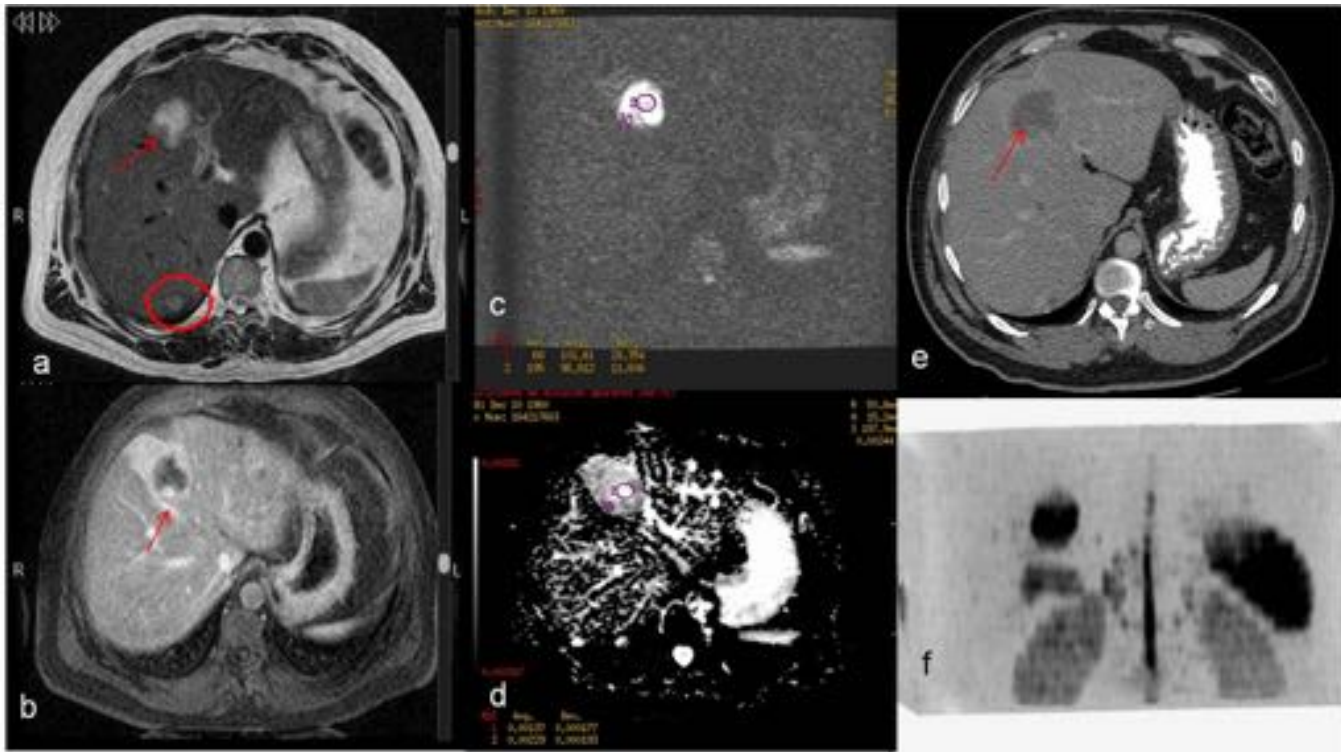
Metástasis hepáticas de GIST gástrico. a- RM hepática con lesión del s. IV (flecha). c y d- Valores de ADC alto (0.002) indica no actividad y buena repuesta, pero el nódulo parietal muestra ADC muy bajo(0.0013:actividad) que capta en el estudio dinámico con contraste(b),lo que indica respuesta parcial y es mas visible que en el TC (e) . Metástasis en s. VII (círculo) , hiperintensa en T2 (a) sin captación (b) sin restricción en DWI. (c). Estudio Coronal 3D de DWI (f)
